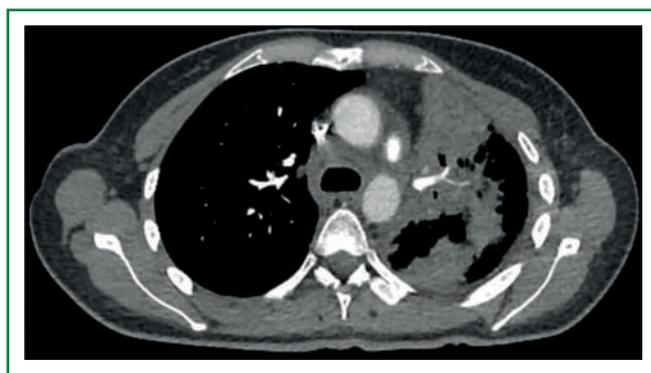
МСКТ ОГК. Нетромботическая окклюзия нижней доле левой легочной артерии
